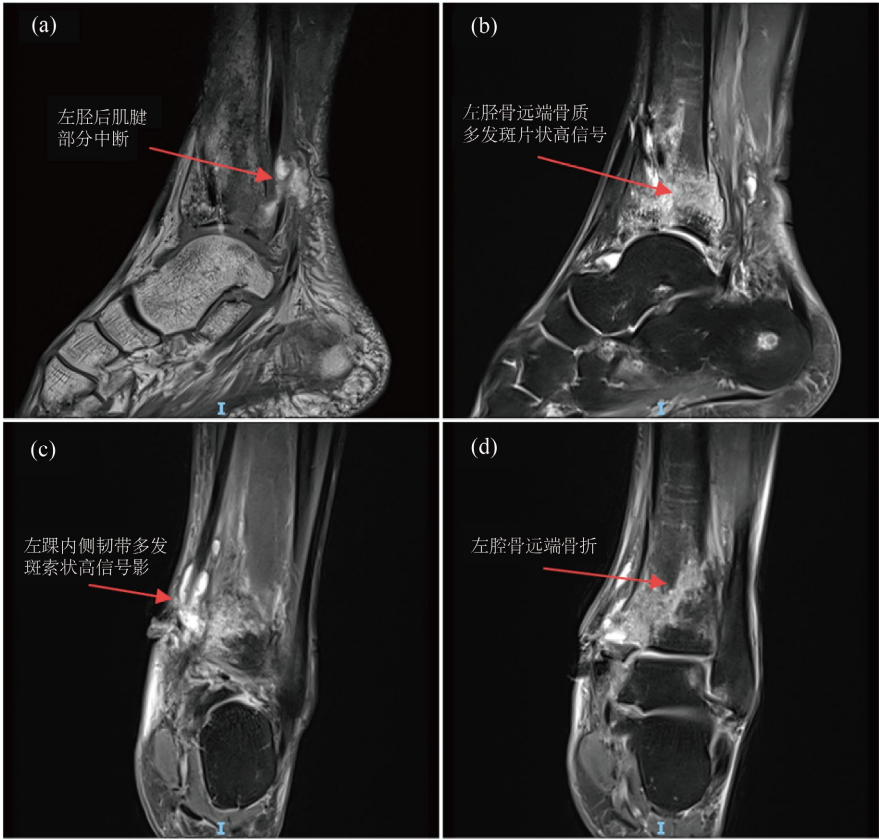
MRI scan of left ankle joint. (a): TIWI sagittal view; (b): T2WI sagittal view; (c): T2WI coronal view; (d): T2WI coronal view
